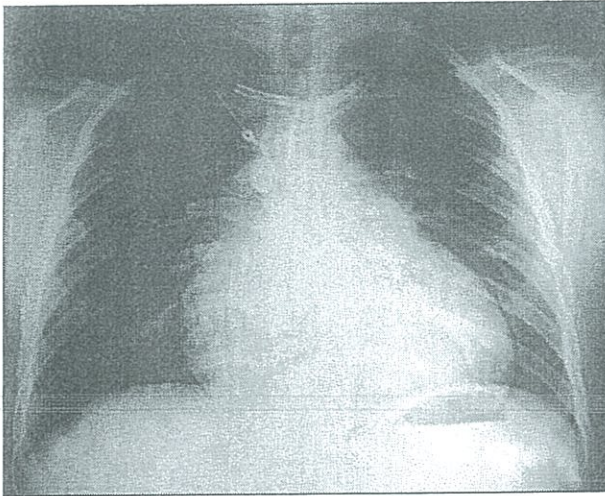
Radiografía estándar de tórax que demuestra la cardiomegalia
